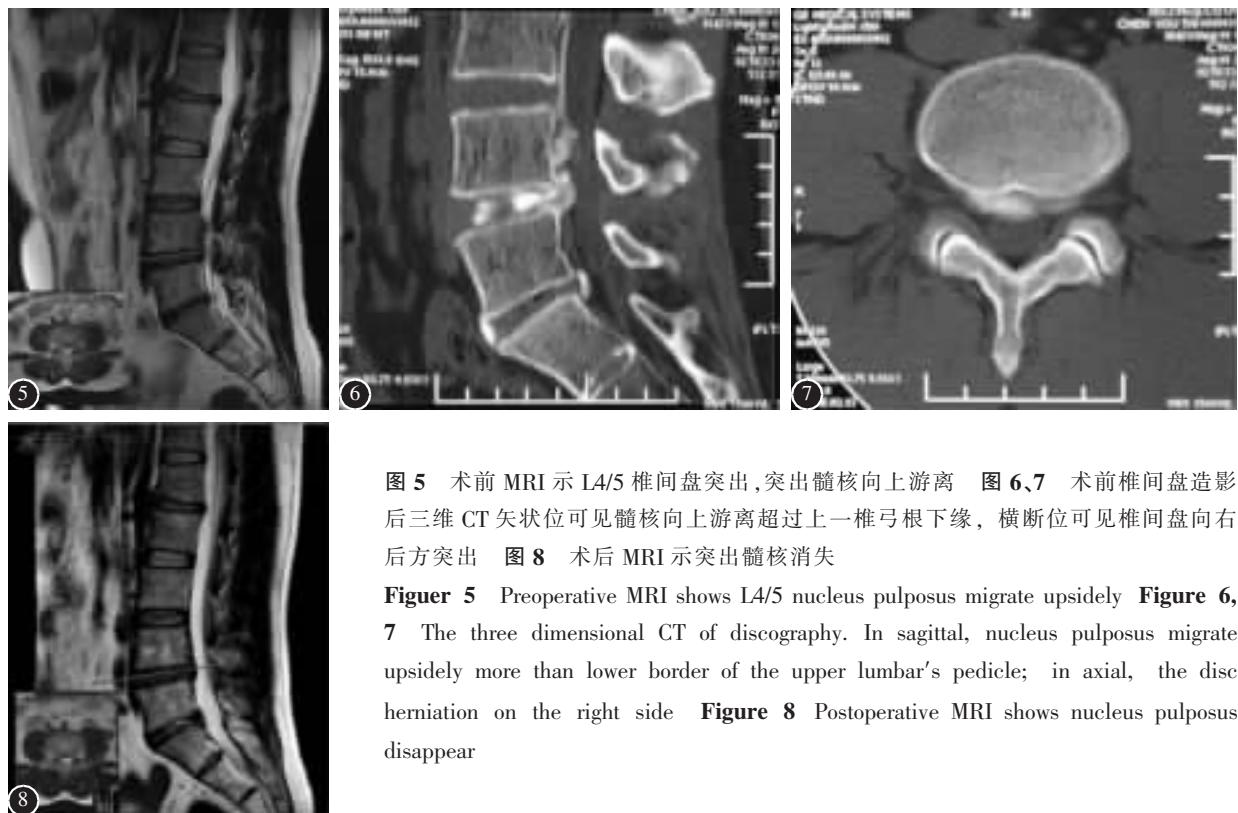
术前 MRI 示 L4/5 椎间盘突出,突出髓核向上游离
